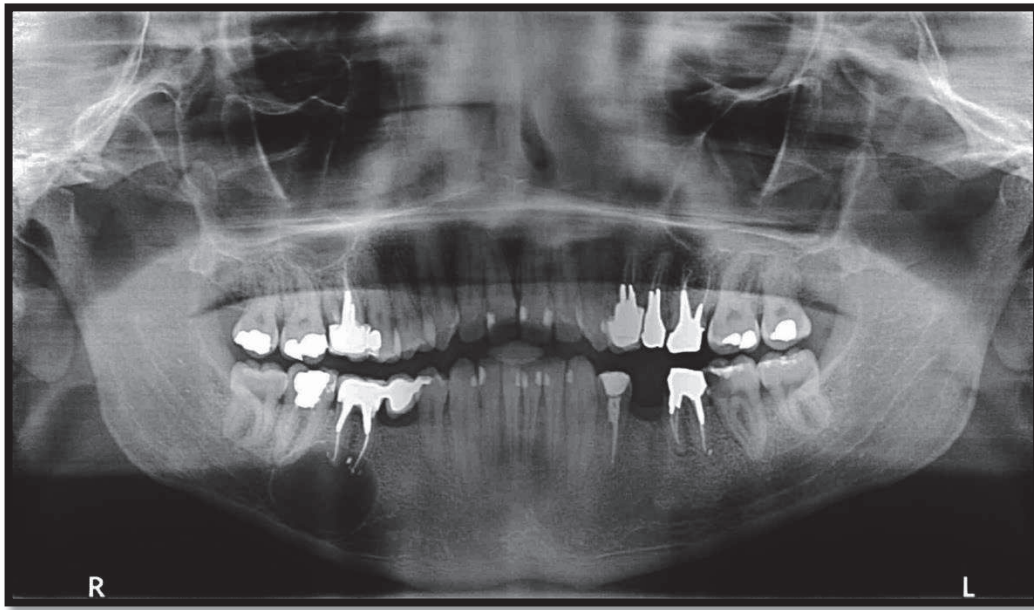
Radiographie panoramique à J+3 postopératoire.
